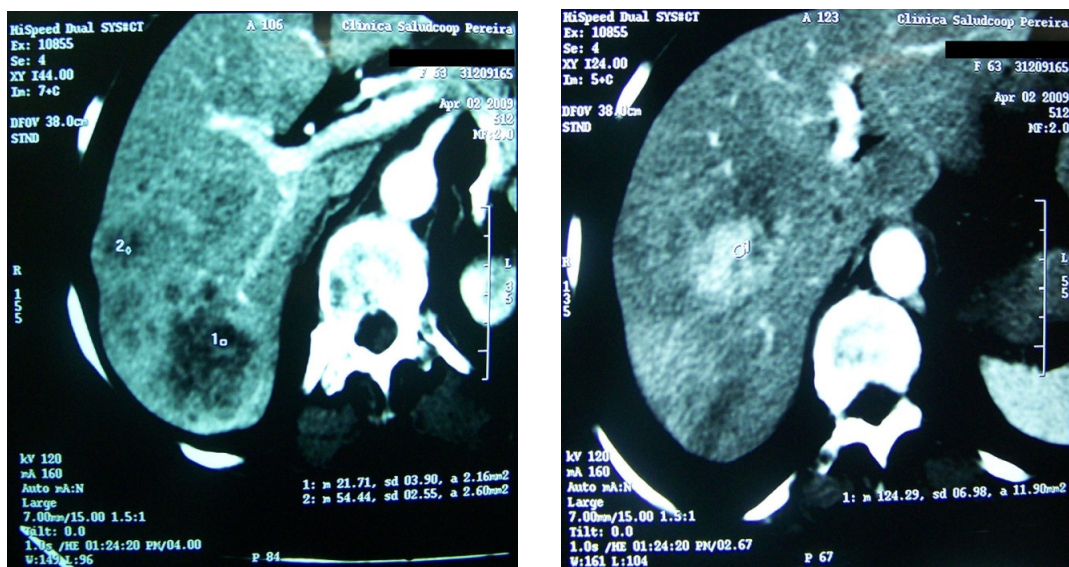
Fotografía de TC contrastada que revela la presencia de lesiones hipervasculares de predominio en lóbulo hepático derecho.
